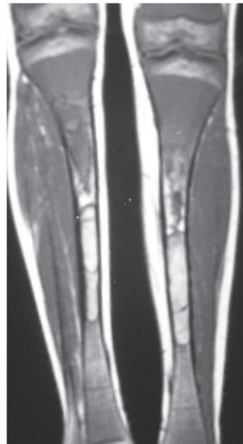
Arquivo de Tratado de Radiologia. Volume 3: Obstetrícia, Mama, Musculoesquelético, 2017. Ressonância magnética coronal ponderada em T1.
